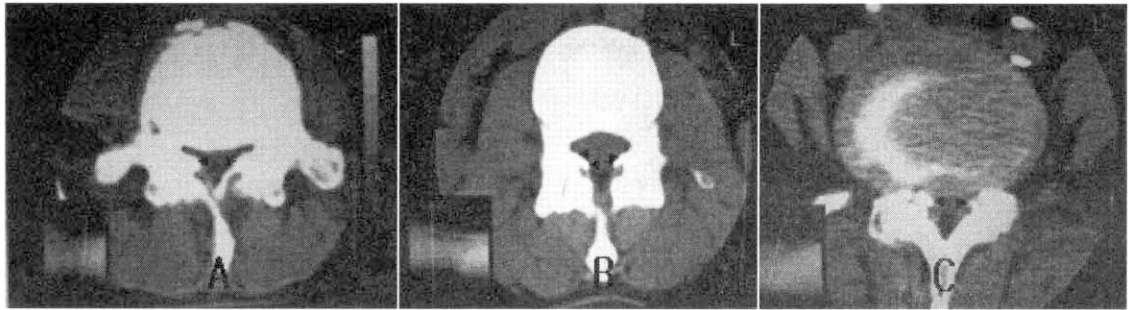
(A) is an axial computed tomographic scan at L4/5 level of case 4. (B) is an axial computed tomographic scan at L2/3 level of case 5. (C) is an axial computed tomographic scan at L5 level of case 6. Each scan demonstrates the ossified ligamentum flavum(triangles)
